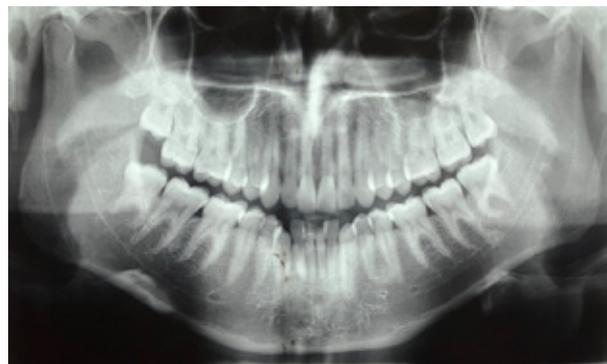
Radiografia panorâmica após 05 anos de pós-operatório
